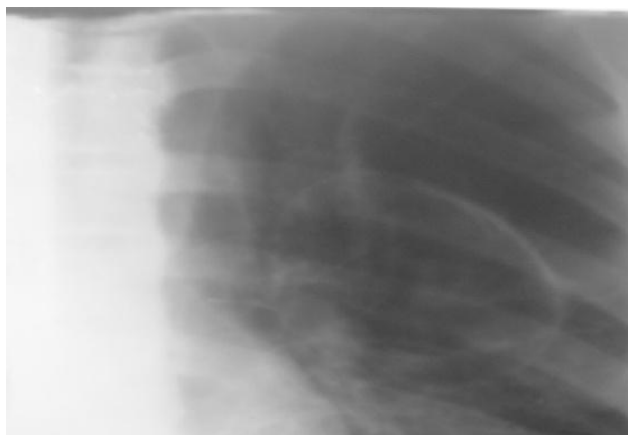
Прицельная рентгенограмма ОГК.
